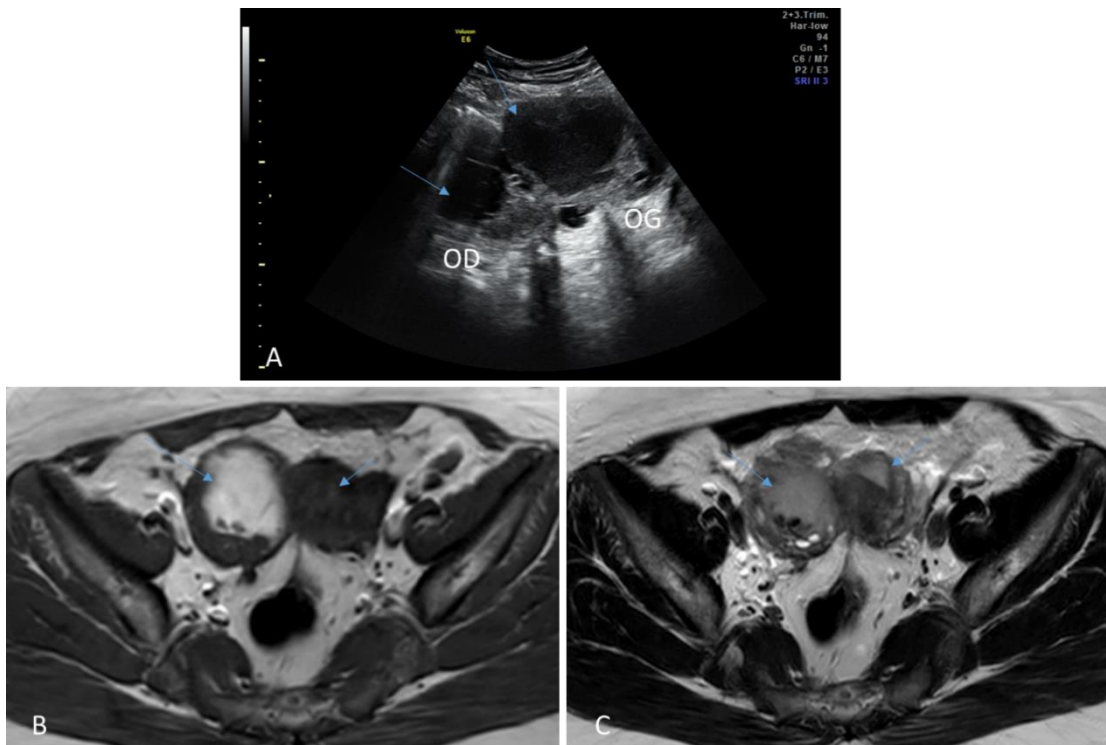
Image échographique (A) et IRM en coupes axiales T1 (A) et T2 (B) objectivant des endométrïomes ovariens bilatéraux rétractés en bas et en arrière comblant le CSD et réalisant le signe du "Kissing ovaries". Notez l'angulation de la paroi antérieure du rectum en regard secondaire aux bandes fibreuses (adhérences).
